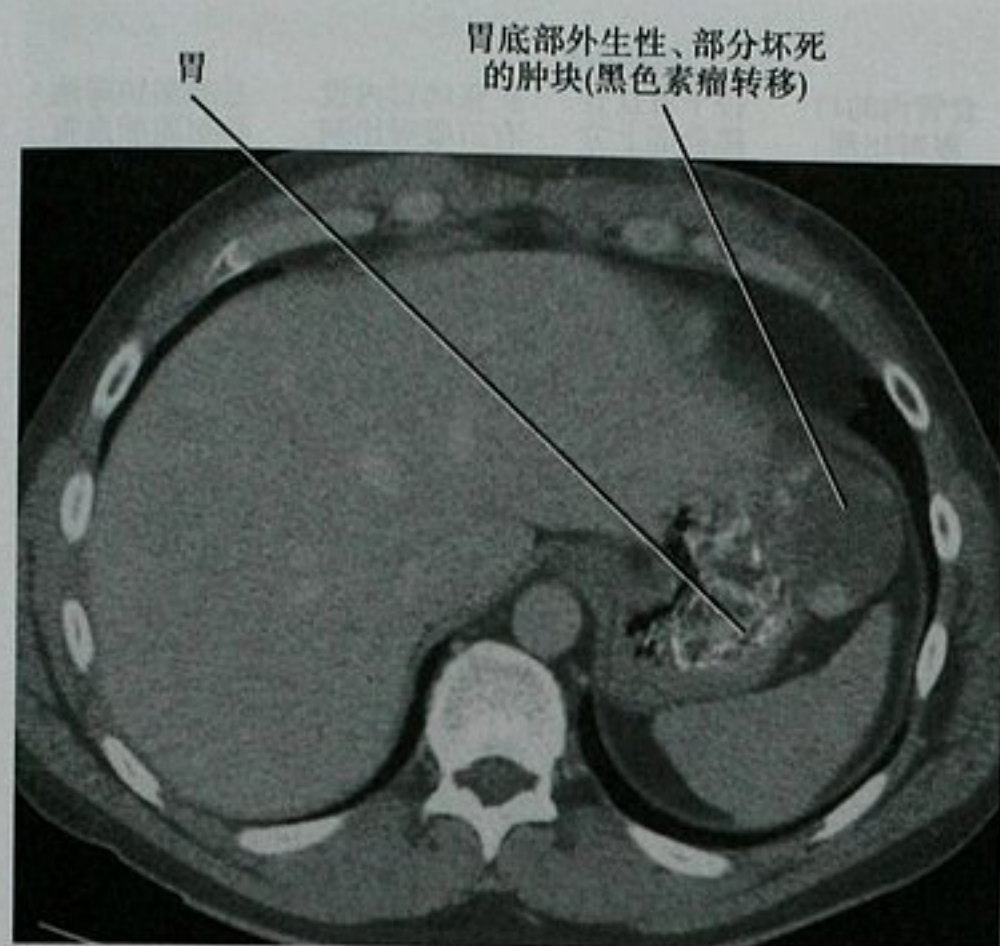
上腹部增强 CT, 黑色素瘤转移至胃
